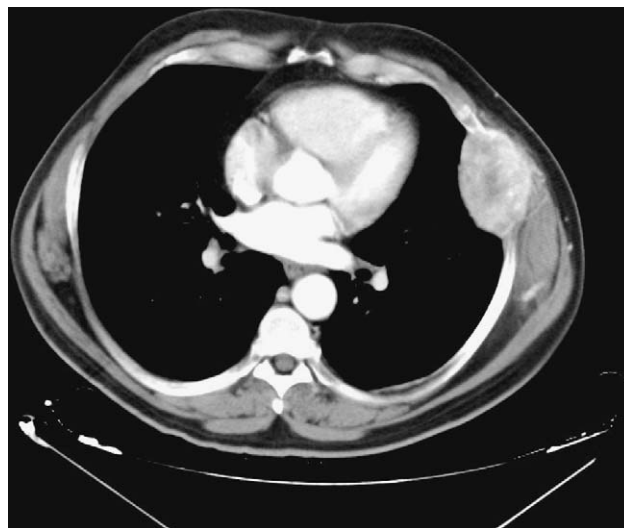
Tomografía computarizada torácica: lesión costal izquierda lítica.
